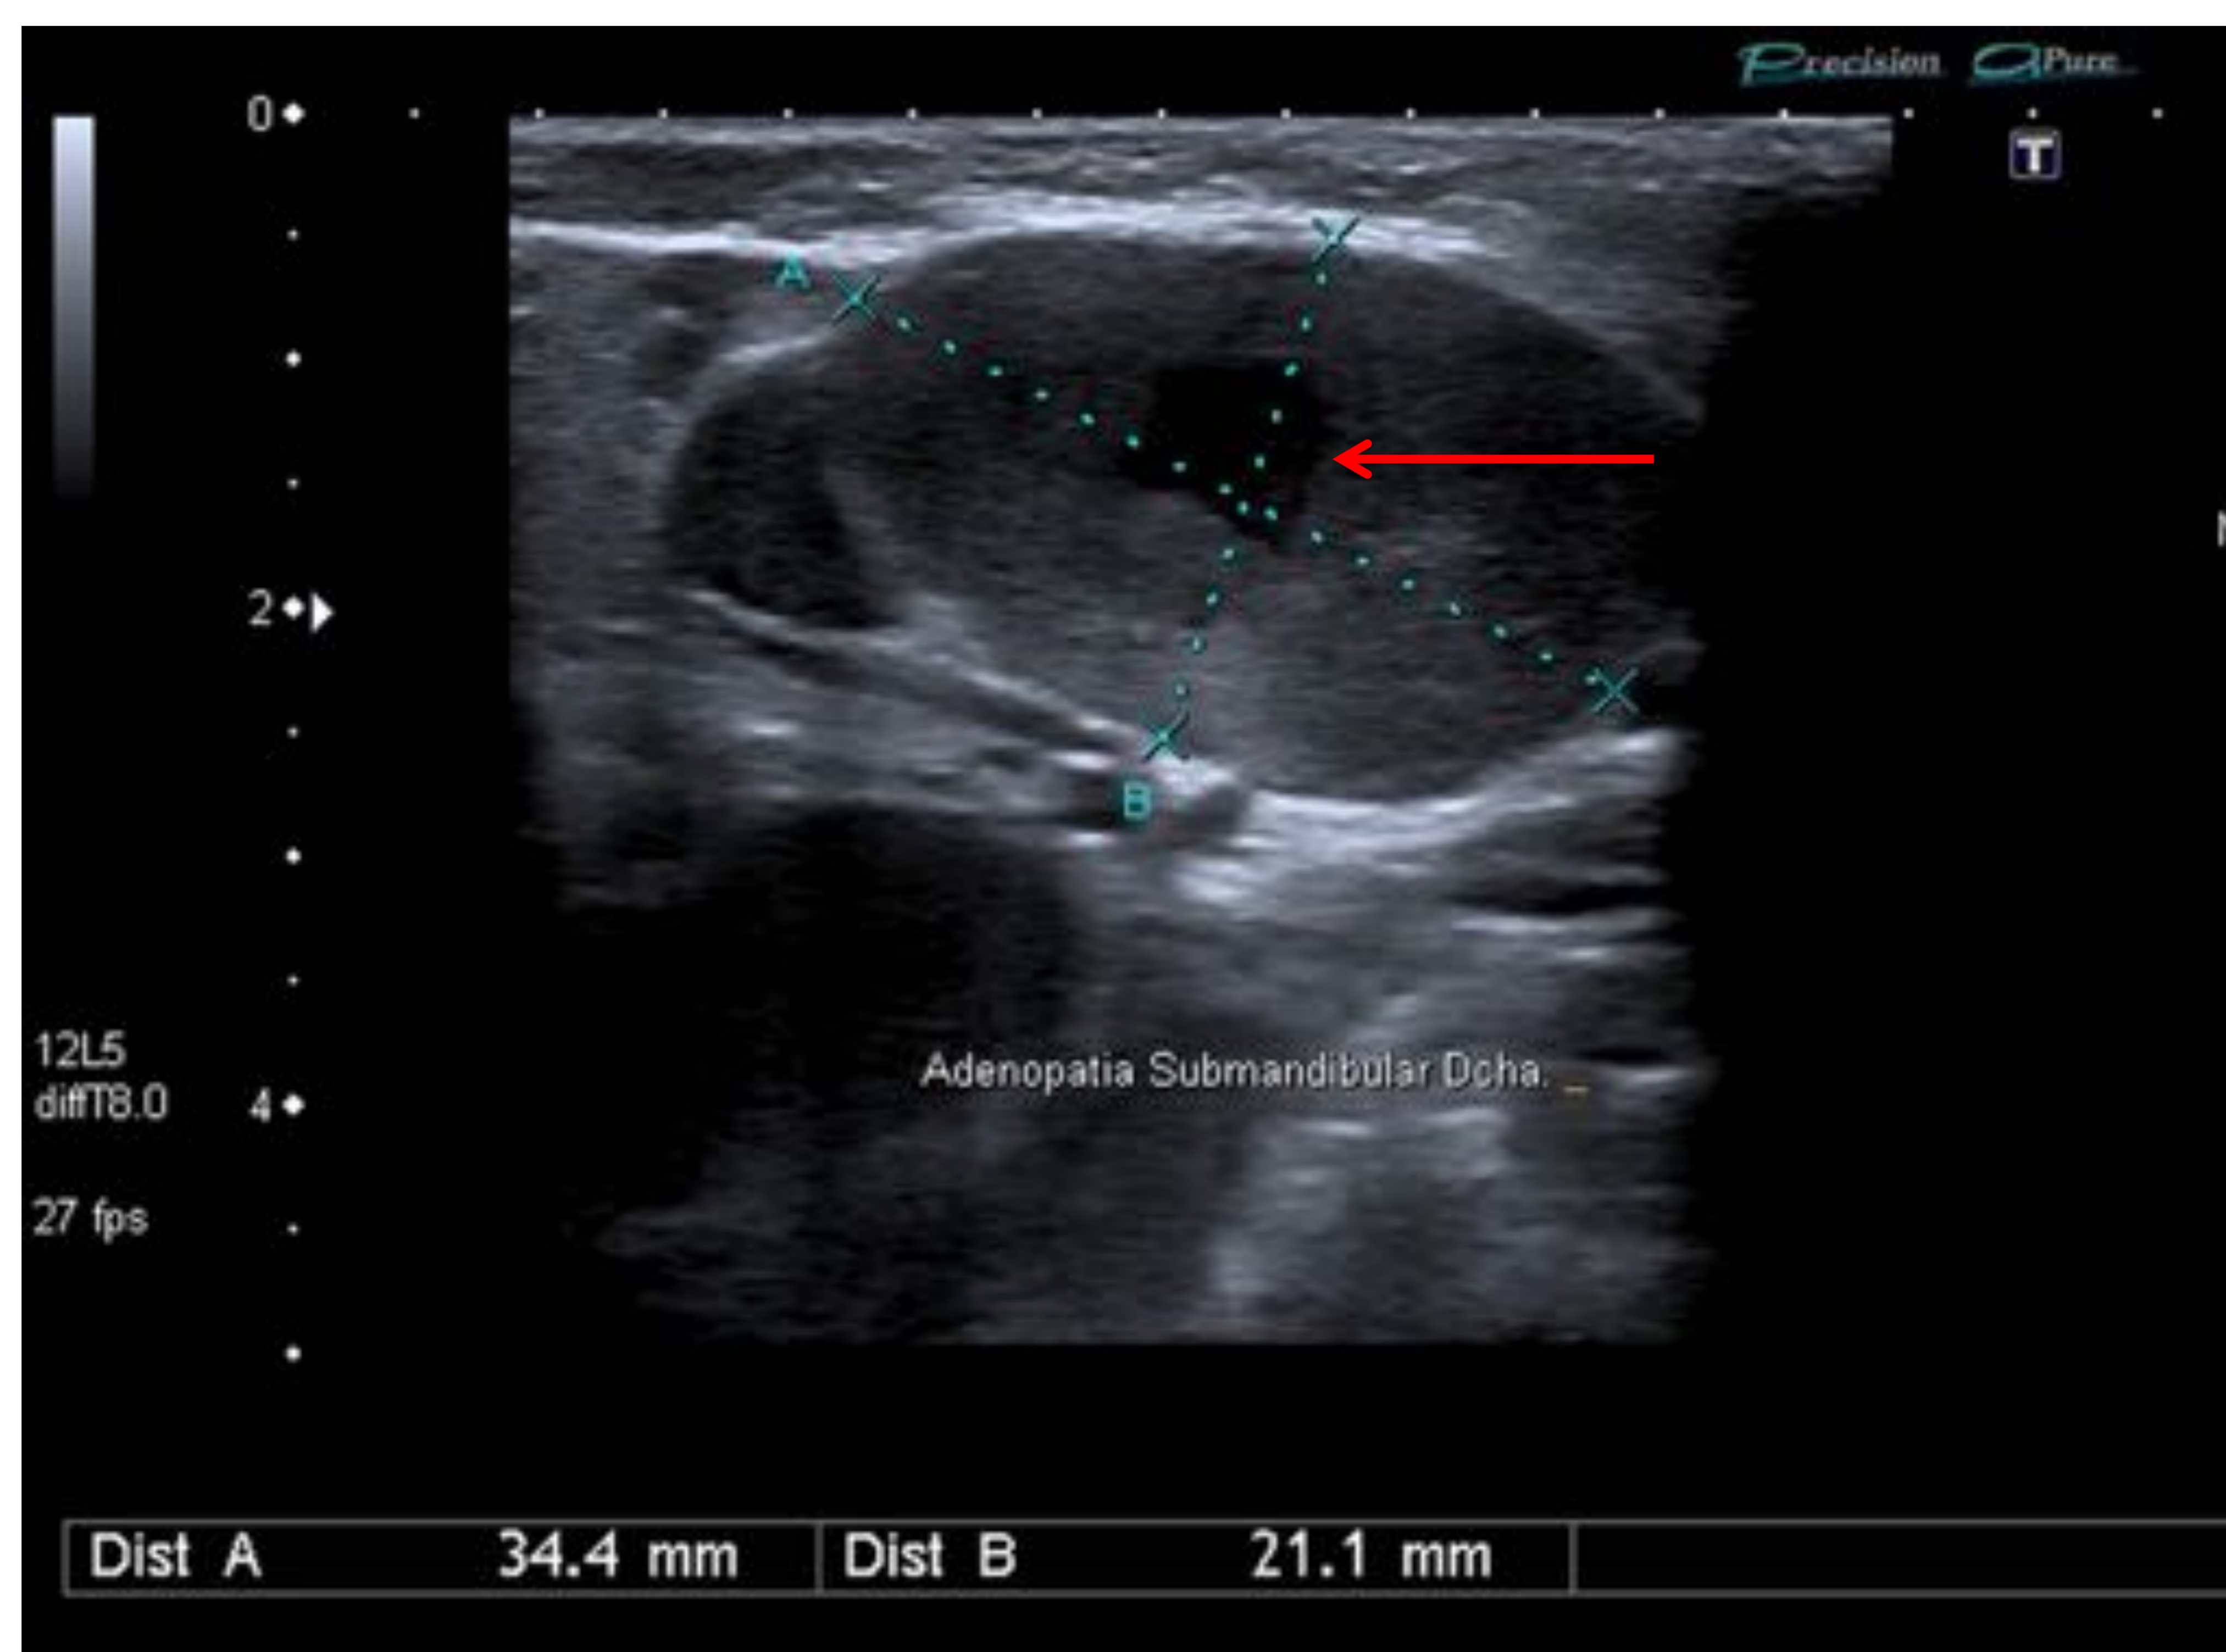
Niña de 3 años que presenta una tumoración submandibular derecha, en ecografía corresponde con una masa adenopática, con pérdida de hilio graso, aumentada de tamaño y áreas hipoecoicas necróticas/abscesificadas en su interior (flecha roja). Estudio anatomopatológico dio como resultado TBC ganglionar cervical.
